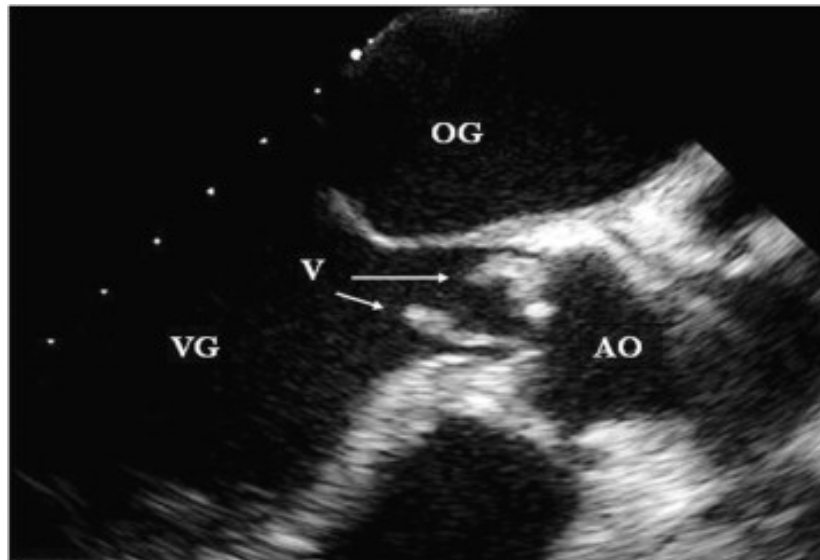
une coupe parasternale grand axe montrant des végétations sur la valve aortique, en ETO*
